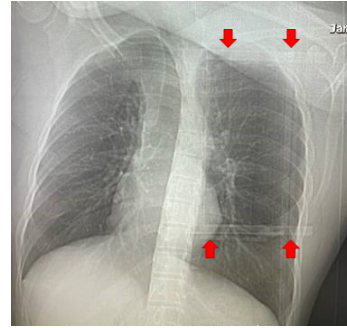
Pre scan localization image produced when CT biopsy with an assist device (red arrow)
